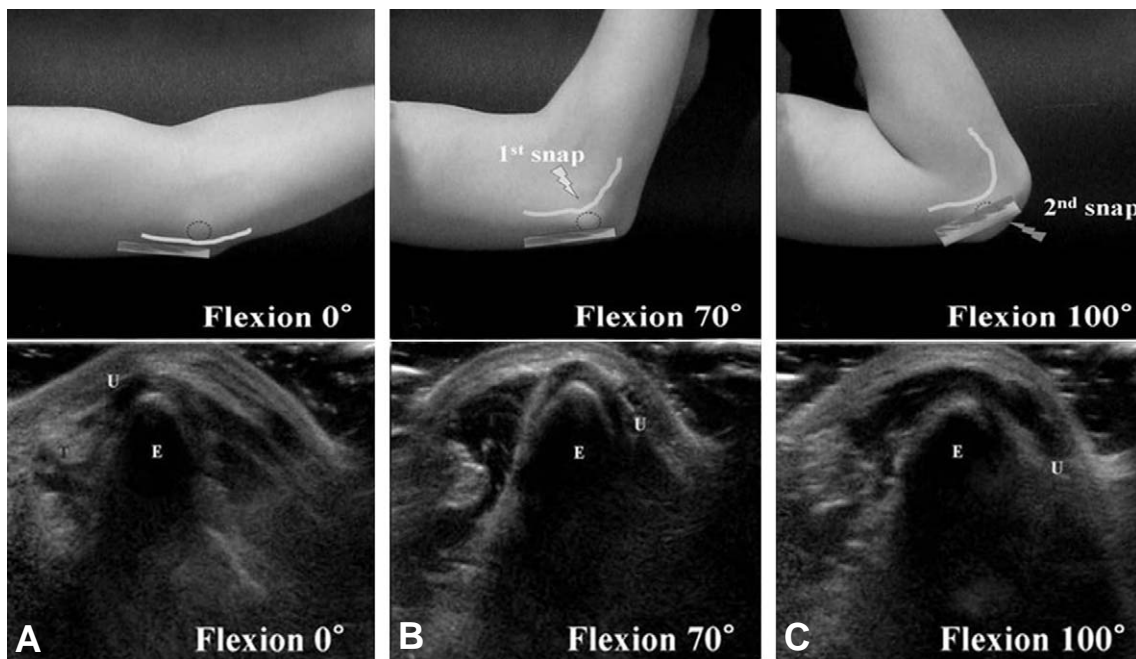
(A) 0° 굴곡 (B) 70° 굴곡 (C) 100° 굴곡 18세 남자 환자, 좌측 주관절 탄발음 및 좌측 수부 저린감 주소로 내원. 이학적 검사상 70도 굴곡 및 100도 굴곡시 두 번의 탄발음이 관찰됨. 역동적 초음파 검사상 척골 신경의 탈구 및 삼두근 내측두의 탈구가 확인됨. (E: 내상과, U: 척골신경, T: 삼두근내측두)
